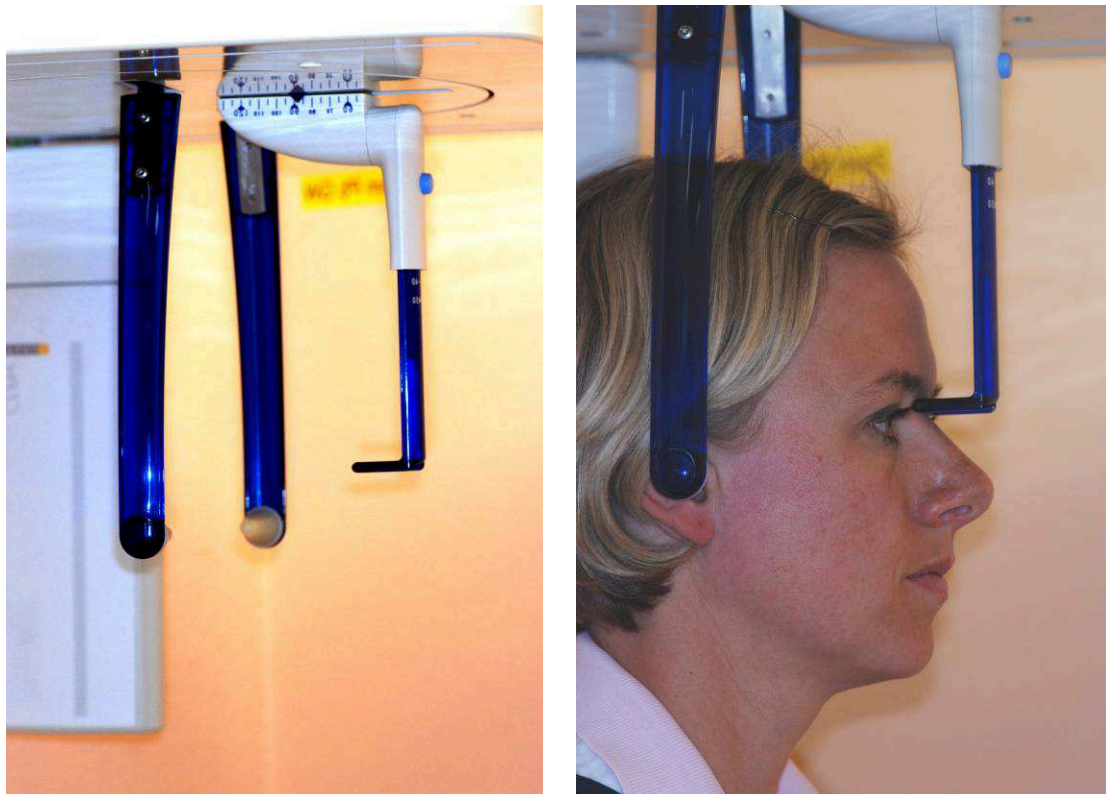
Fernröntgengerät mit Cephalostat
